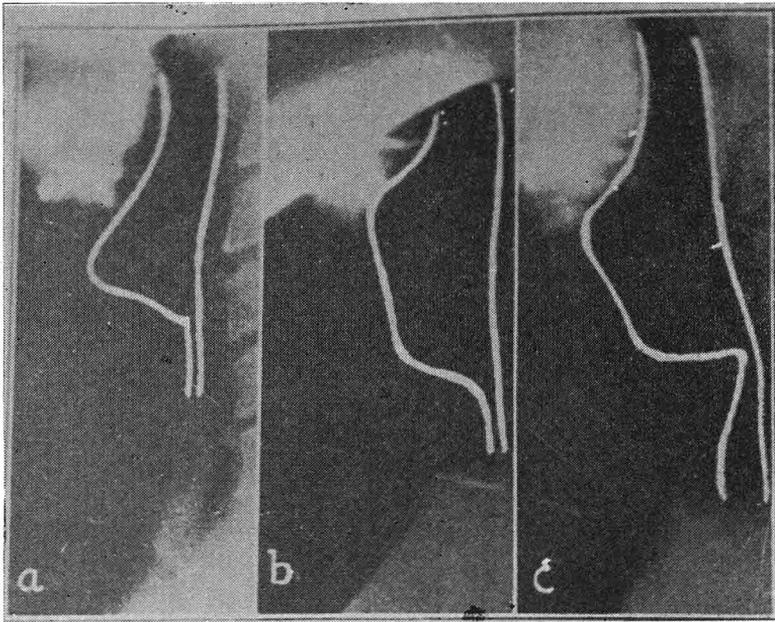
Figura número 3.—Radiografías laterales de la hipofaringe que muestran: a) Hipofaringe normal en un paciente laringectomizado sin cánula traqueal. b) La hipofaringe dilatada con el aire inspirado. c) La hipofaringe dilatada al máximo con el aire inspirado, inmediatamente antes de ser expulsado para producir el sonido.
